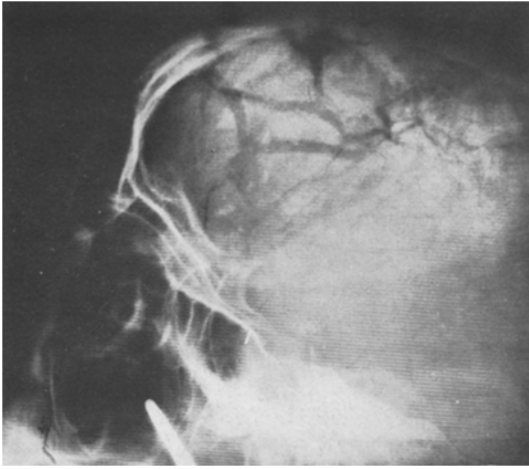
Röntgenaufnahme des Schädels (Fall 4) mit ausgedehnten Berstungsfrakturen
